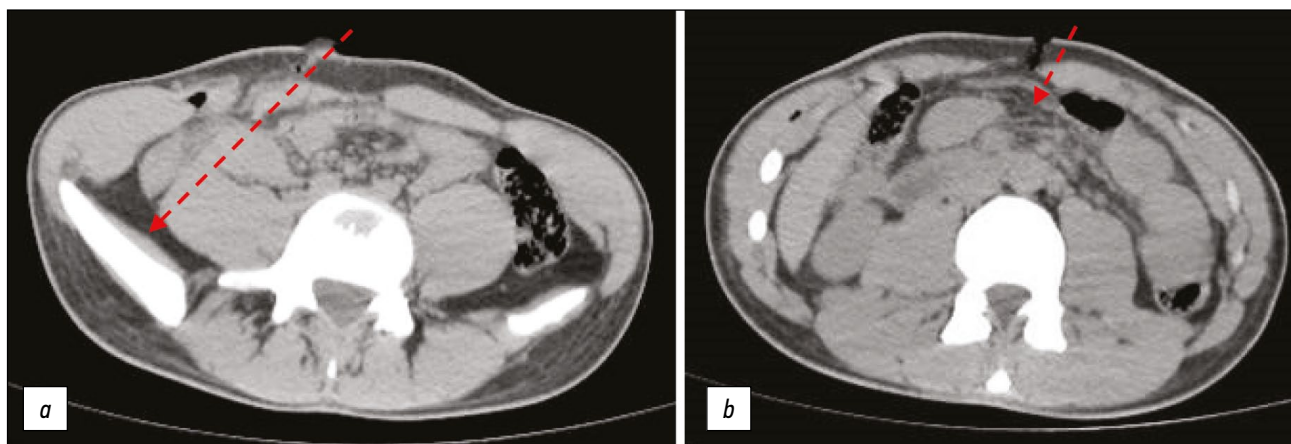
Направление и особенности раневых каналов колото-резаных повреждений по данным компьютерной томографии потерпевшего М.: *a* — проникающее повреждение брюшной полости справа (стрелка); *b* — проникающее повреждение брюшной полости в мезогастрии (стрелка).
